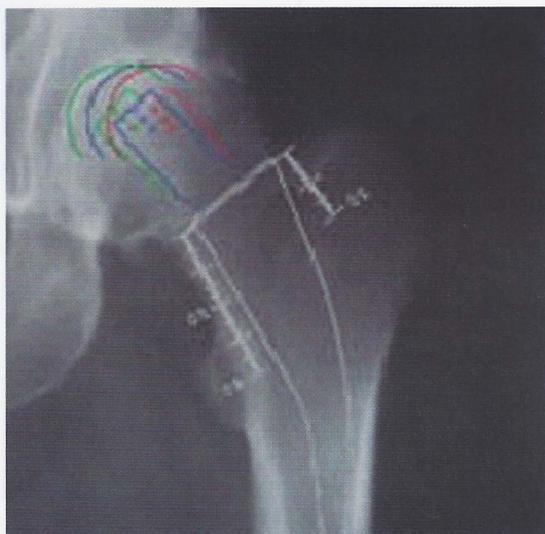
Radiografia AP do Quadril
